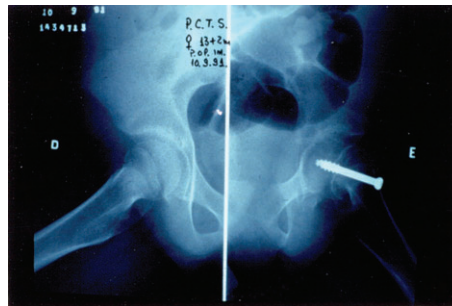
Radiografia de controle no pós-operatório (perfil)
